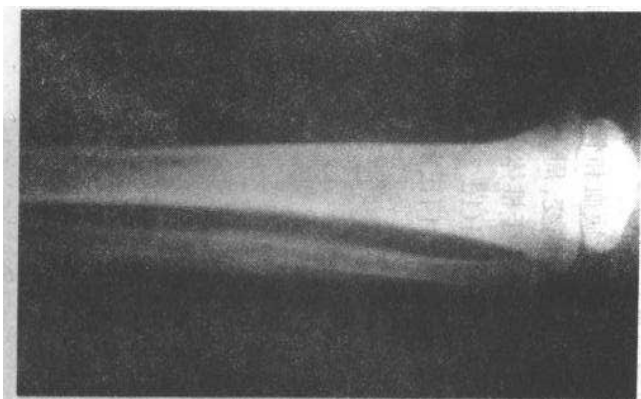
镰刀红细胞病的胫腓骨前后位像。可见腓骨中段沙门氏菌骨髓炎, X线表现难以与未合并感染的骨髓塞相鉴别
